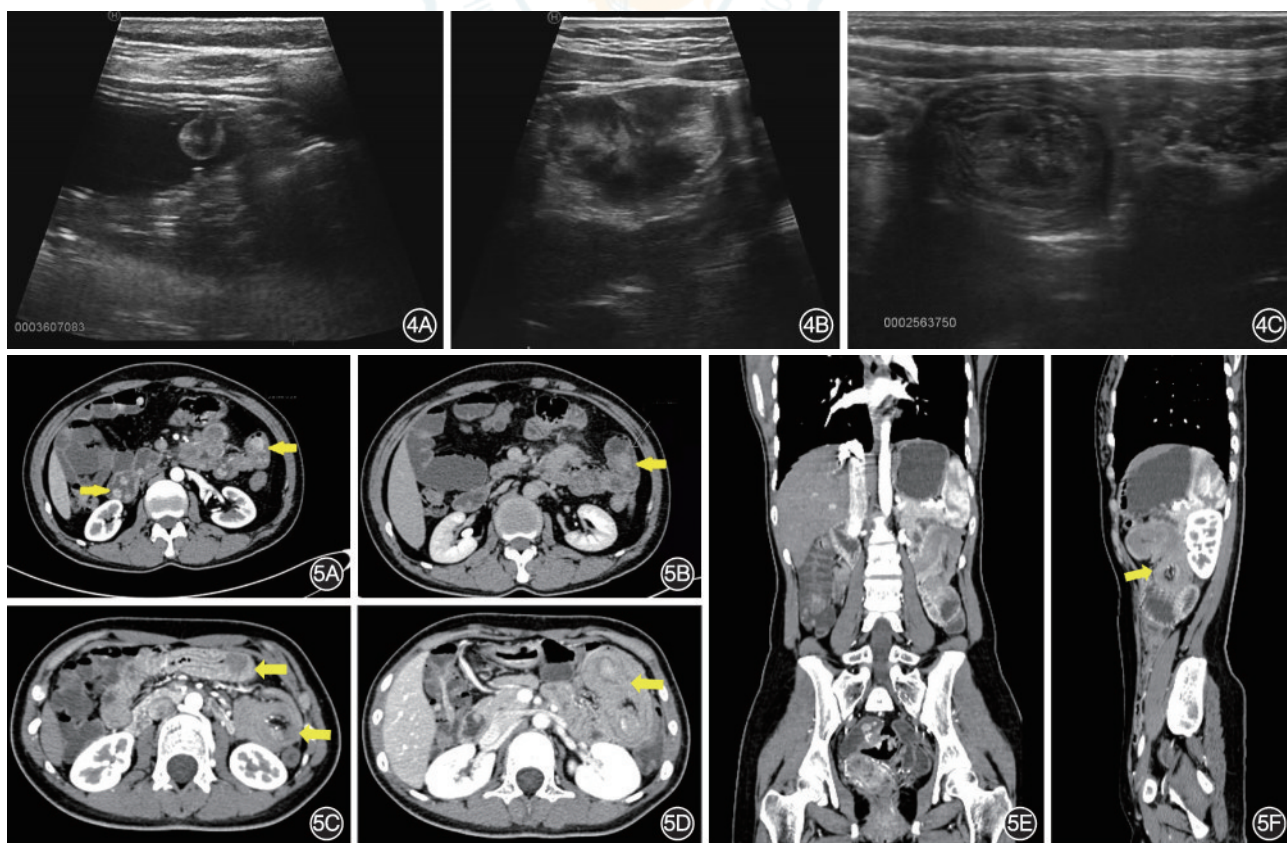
腹部超声诊断黑斑-息肉综合征(PJS)小肠息肉及套叠 4A:胃壁小息肉大小约为0.9 cm×0.9 cm×1.1 cm;4B:小肠息肉大小约为1.4 cm×0.9 cm×1.0 cm;4C:小肠息肉伴套叠,息肉大小约为4.5 cm×2.0 cm×2.8 cm 图5 黑斑-息肉综合征(PJS)小肠息肉及肠套叠典型CT小肠成像 5A、5B:空肠多发息肉(横断面);5C、5D:空肠多发套叠(横断面);5E:空肠套叠呈“套筒状”(冠状位);5F:空肠多发套叠,肠管呈多发“同心圆”(矢状位)
